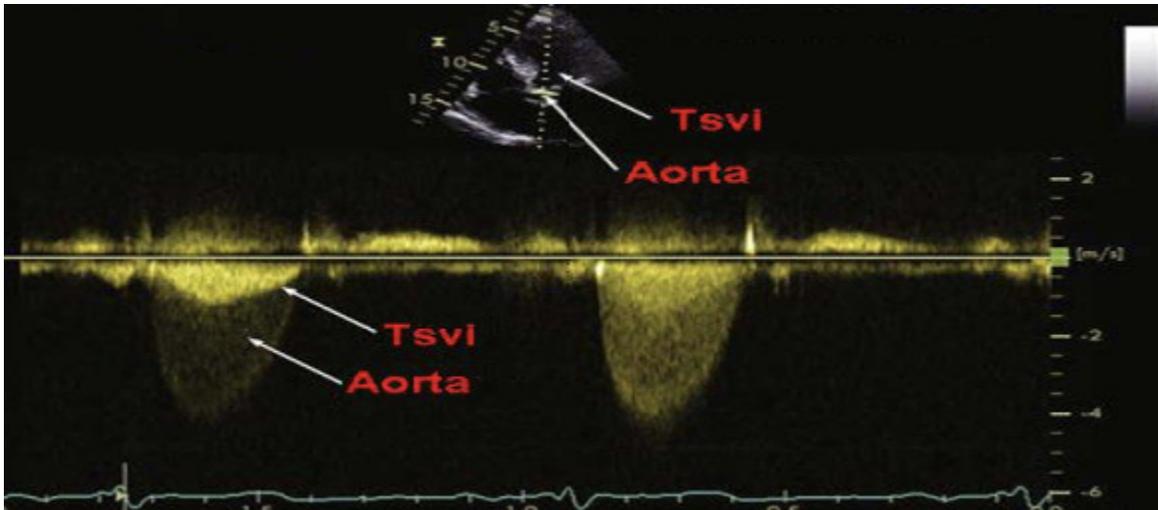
Doppler continuo en el que puede verse simultáneamente el flujo en el TSAVI y en la válvula aórtica en un paciente con estenosis valvular.
